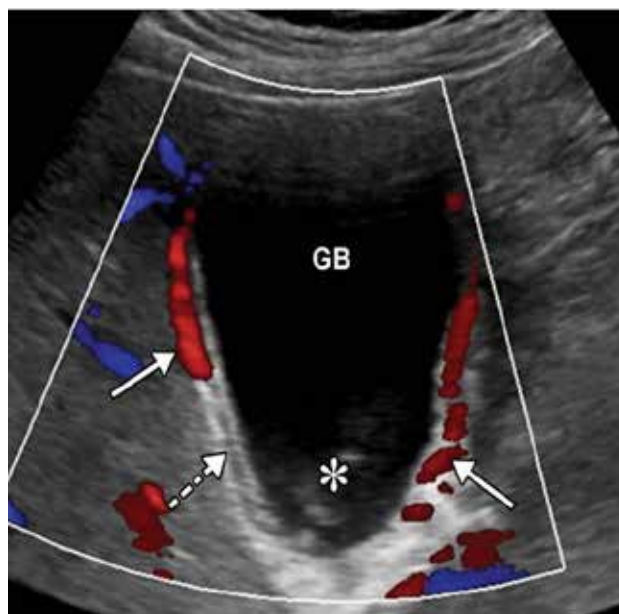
Ultrassonografia de vesícula biliar (Doppler colorido) mostra vesícula biliar com volume aumentada (GB) e bile espessa (*). Edema de parede significativo (seta tracejada branca) e hiperfluxo (setas sólidas brancas). Os achados são sugestivos de estase biliar e colecistite aguda.⁸
